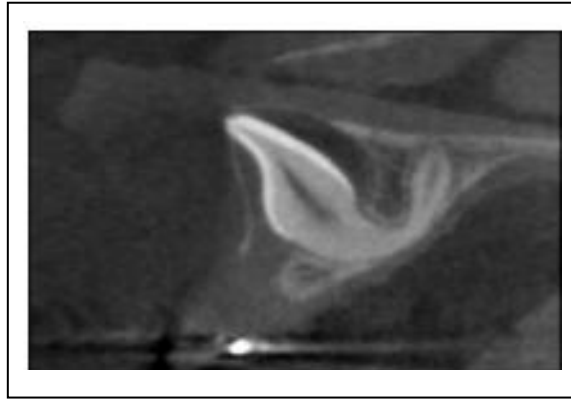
Anomalie de forme de la dent incluse a partir d'une vue latérale d'une cone beam.
